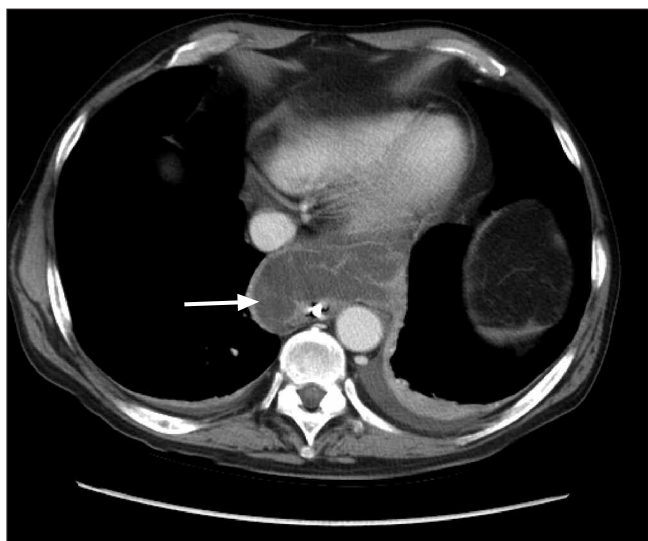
TC de abdomen y tórax con contraste iv: masa quística en mediastino medio de nueva aparición de 7,9 x 5,4 x 5,8 cm compatible con pseudoquiste de origen pancreático (flecha blanca).
